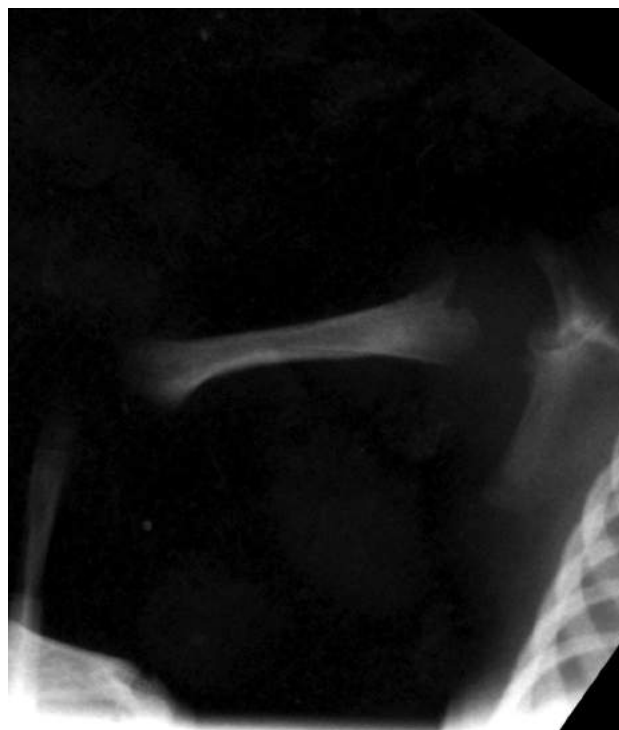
X-ray of the right shoulder of a child aged 18 days: deformity of the right humeral metaphysis
